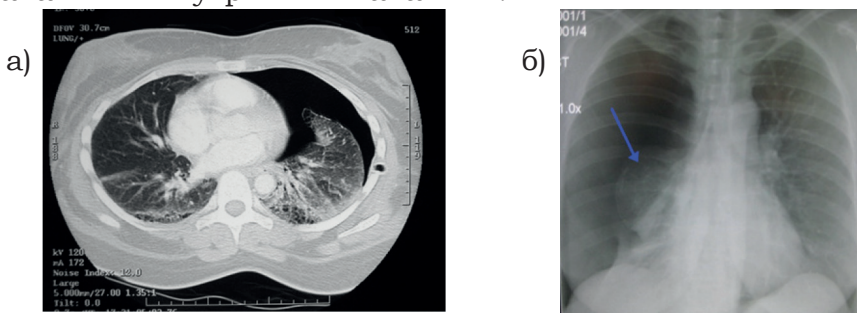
Пневмоторакс: а – КТ-зображення; б - рентгенограма.
